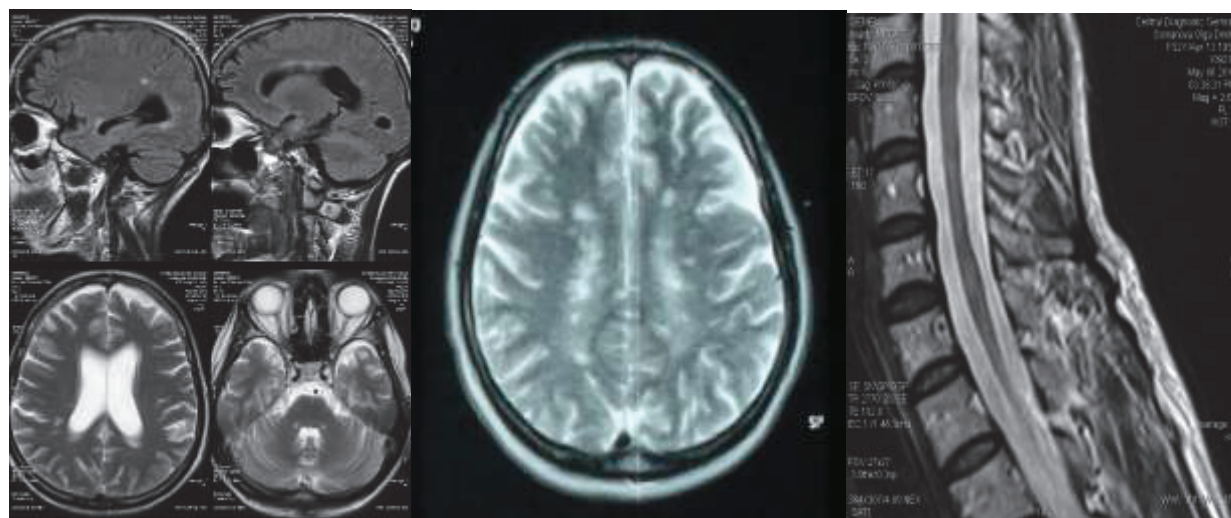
Rezultatele investigației prin IRM cerebral și vertebral.
